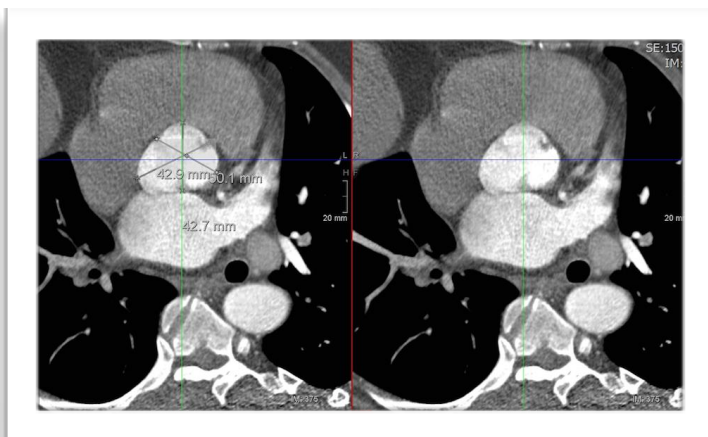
TAC MD. Reconstrucción multiplanar. Medición de raíz aórtica.
